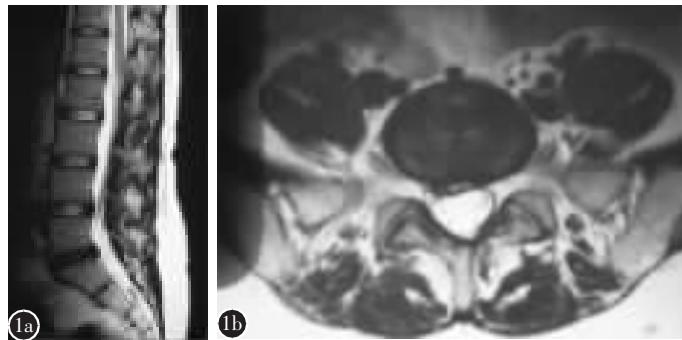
术前MRI矢状面(a)和横断面(b)T2加权像示L5/S1椎间盘向右后方突出,压迫神经根和硬膜囊
